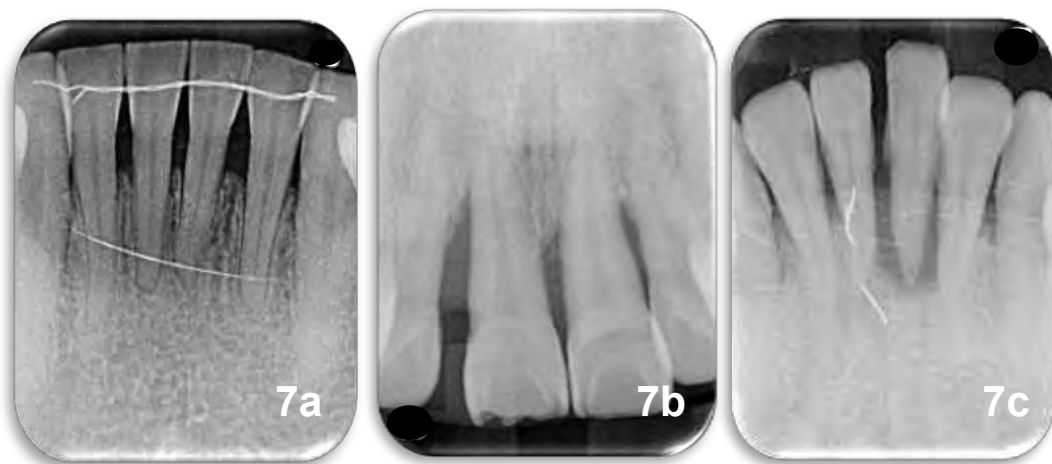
Pérdida ósea 1/3 cervical (leve). Fig.7b. Pérdida ósea 1/3 medio (moderada). Fig.7c. Pérdida ósea 1/3 apical (severa). Fuente directa: radiografías proporcionadas por el Departamento de Imagenología de la F.O. UNAM.
